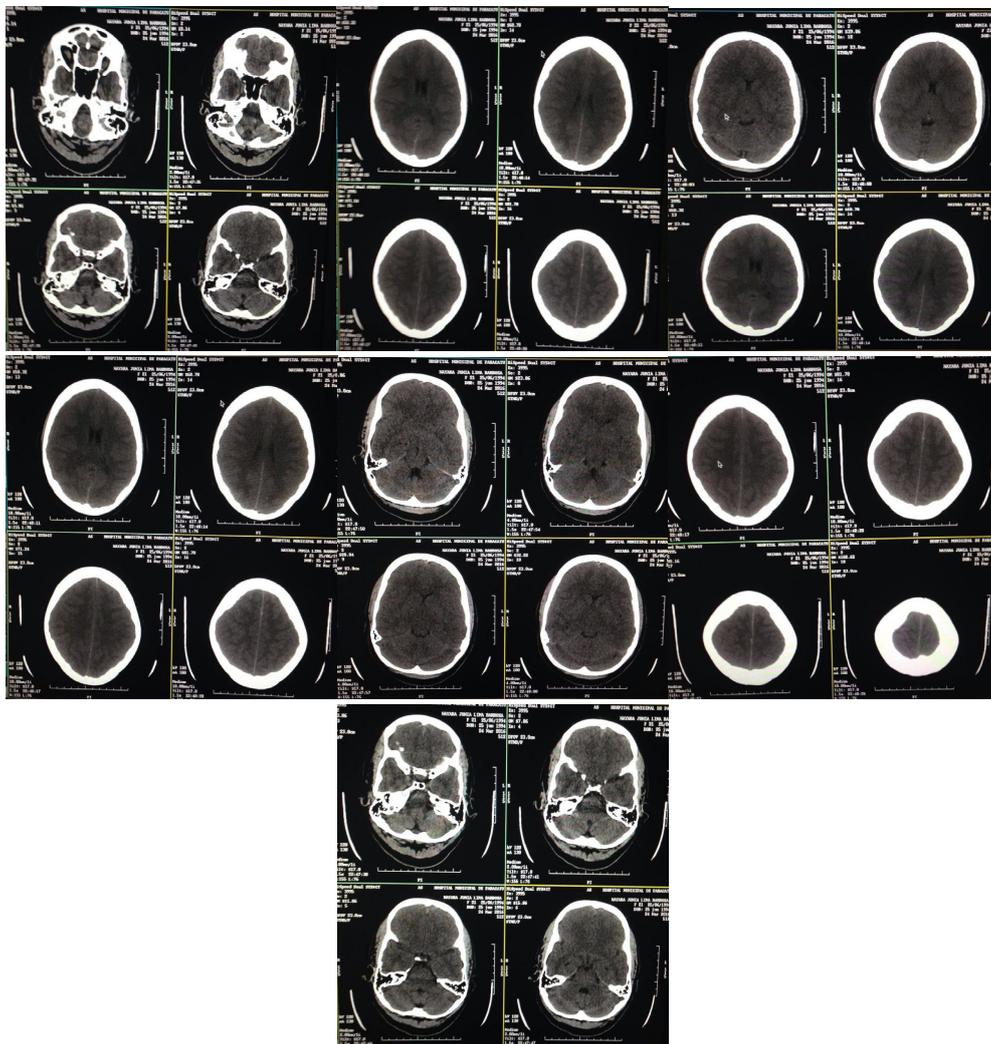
TC sem evidências de sangramento, nem desvio de linha média ou detalhes que culminem na hipótese diagnóstica de sangramento intracraniano
